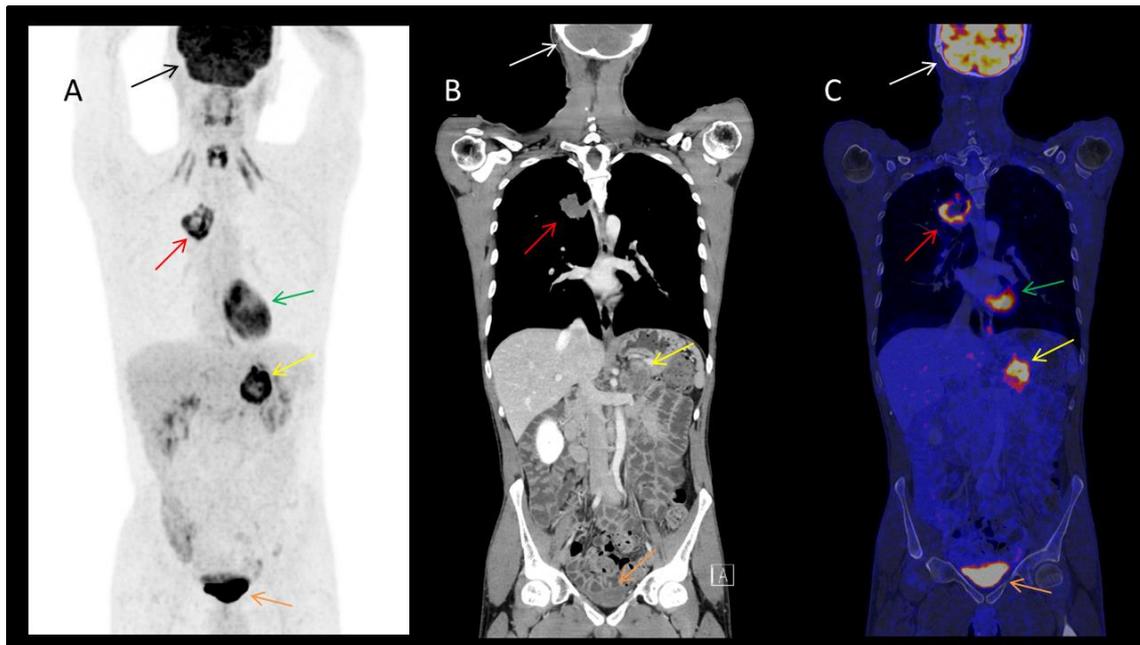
Beispiel eines Bronchialkarzinoms im PET/CT
